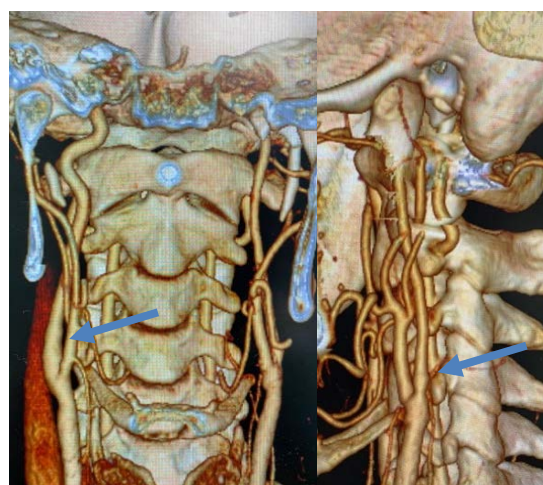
Контрольная МСКТ-ангиография через 6 месяцев после операции
